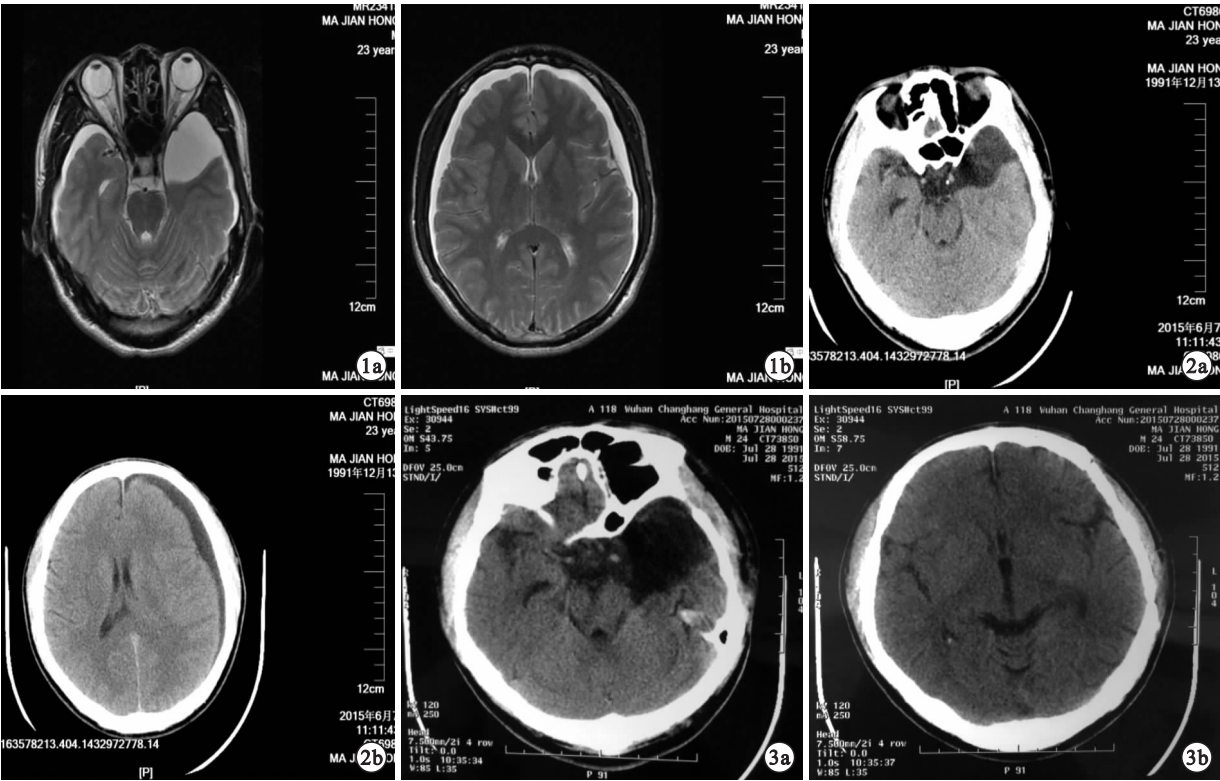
患者入院时头部MRI a示左颞蛛网膜囊肿;b 双侧硬膜下积液,考虑蛛网膜囊肿破裂 图2 半月后复查头部CT a左颞蛛网膜囊肿,左侧硬膜下积液较前明显增加;b 右侧硬膜下积液消失 图3 术后1个月复查头部CT a蛛网膜囊肿已切除;b 硬膜下积液消失,无脑积水
